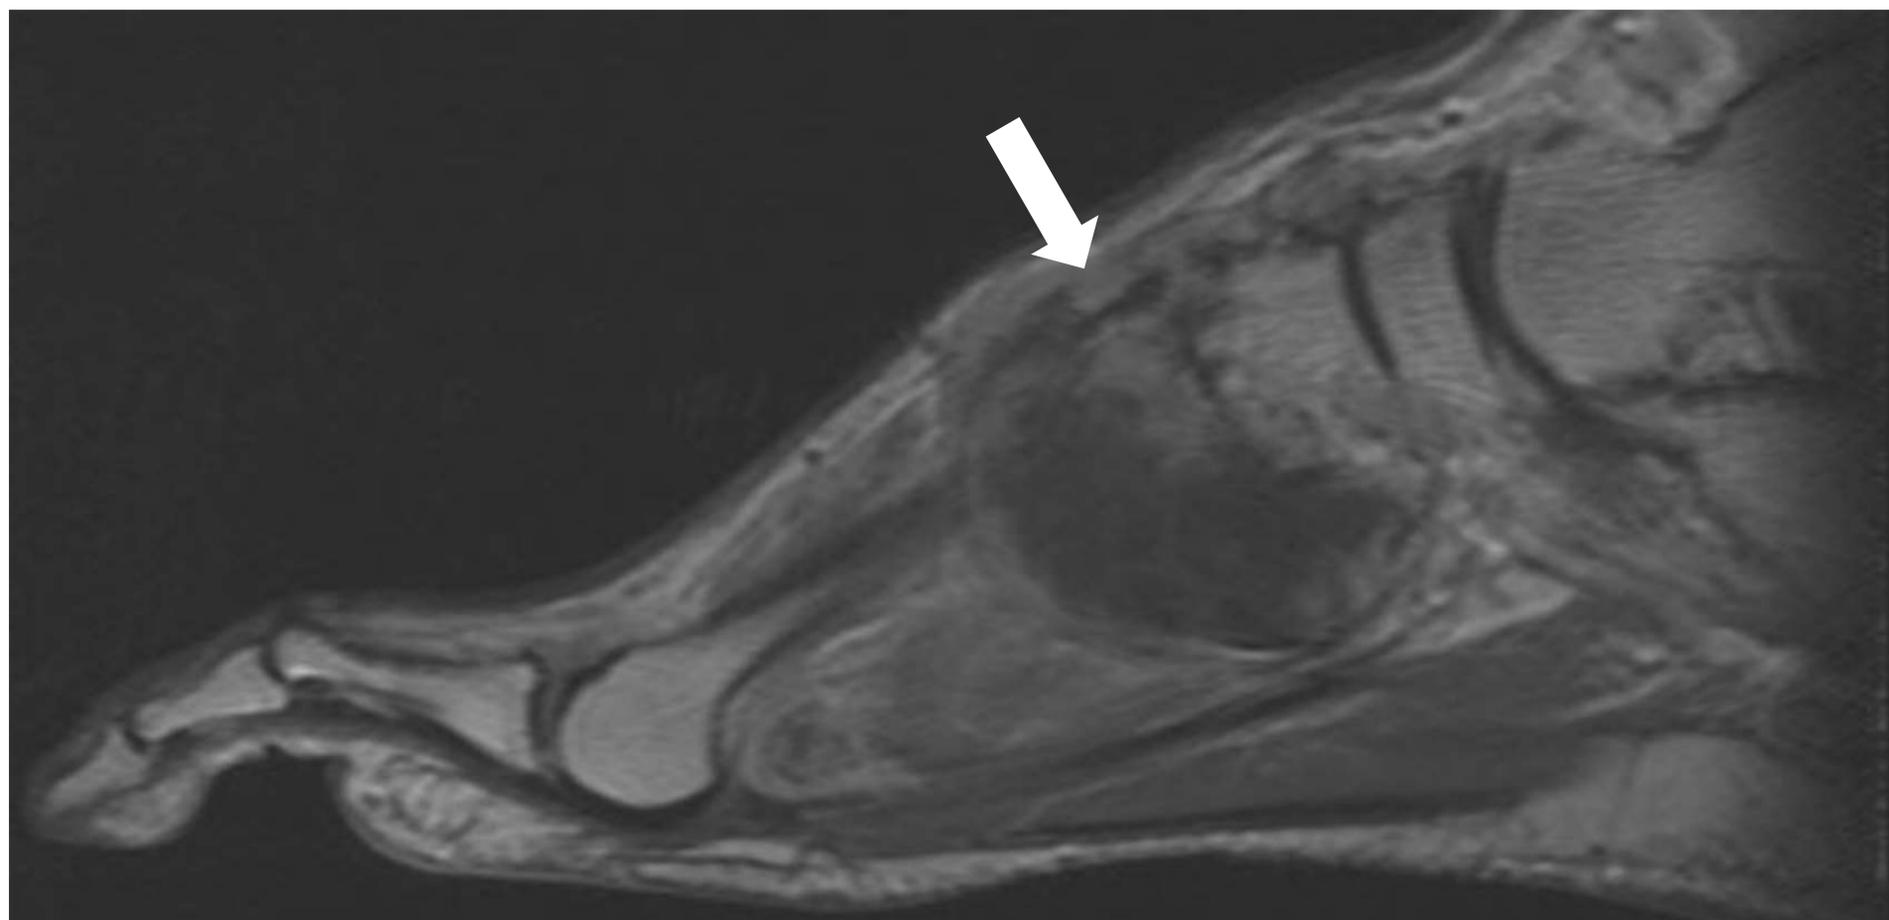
Imagen sagital de RM potenciado en spin eco T1, en la que se observan erosiones óseas que afectan al tobillo, sobre todo peroné, astrágalo, cuboides, escafoides, cuñas y bases de los metatarsianos junto con cambios inflamatorios y múltiples masas de partes blandas hipointensas en T1, homogéneas en relación con depósitos de gota.
